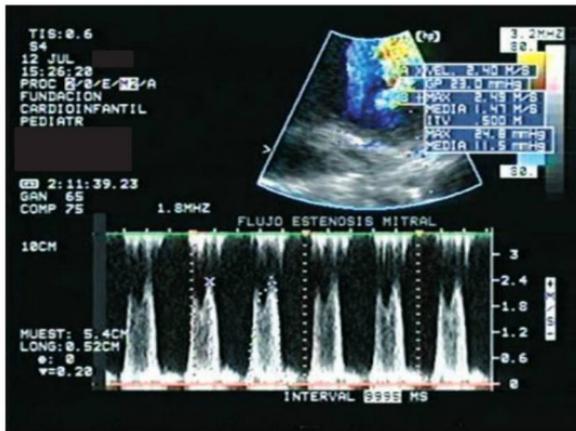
Ecocardiograma donde se mide con doppler continuo el flujo diastólico a través de la válvula mitral, que tiene una estenosis severa, encontrando un gradiente pico de 24,8 mmHg y un gradiente medio 11,5 mmHg, sin insuficiencia aórtica. Note cómo la segunda onda del llenado del ventrículo izquierdo, es mayor que la onda inicial, dado esto por la contracción auricular.
